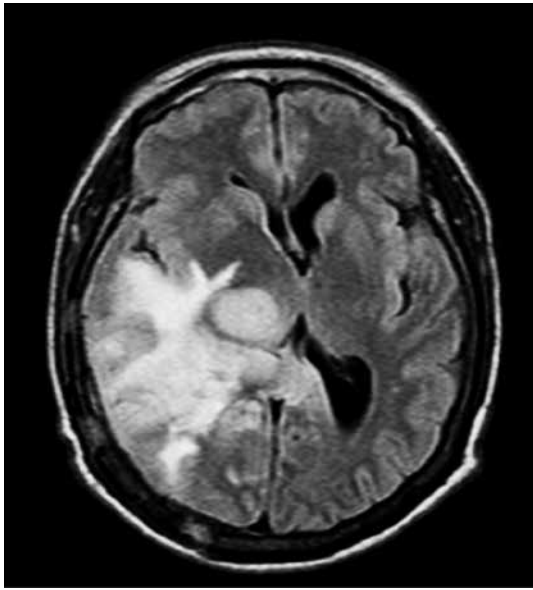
Corte axial de RM de encéfalo en secuencia potencia FLAIR, donde es mas evidente el extenso edema en la sustancia blanca, que produce la tumoración.
